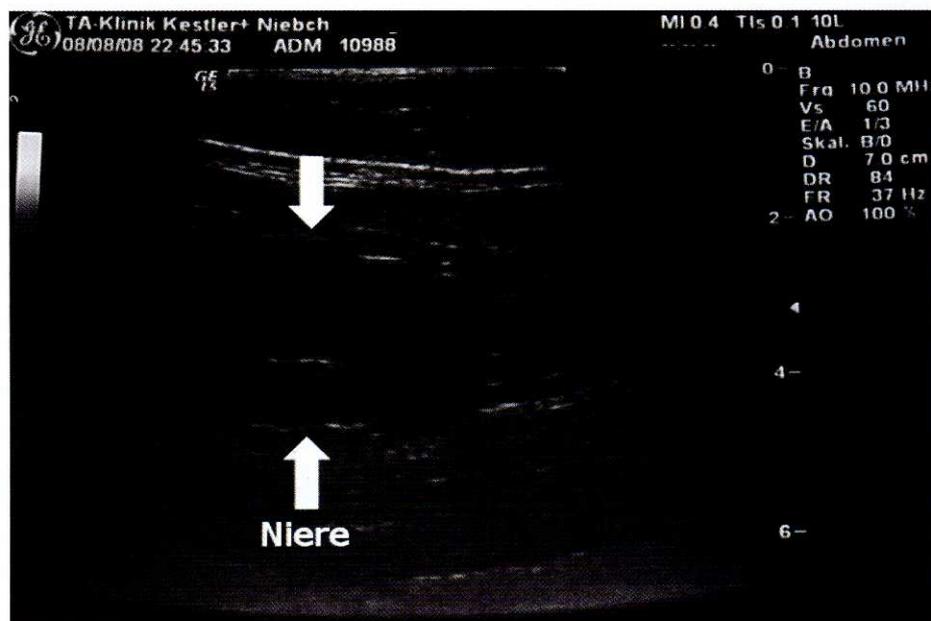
Sonographie der Nieren mit verwaschenem, wenig differenzierten Rinden- und Markbereich.
